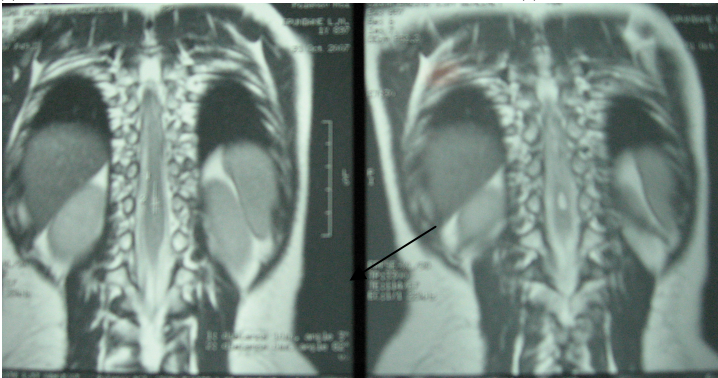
КТ изображения больного С. 7 лет с диастематомиелией. Отмечается костная перегородка на уровне Th 12 – L1 позвонков (указано стрелкой)
